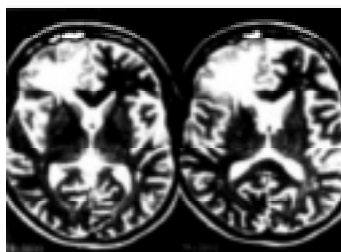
Ressonância magnética. Seqüência ponderada em T2, no plano axial, onde o edema cerebral aparece hiperintenso no lobo frontal direito.
